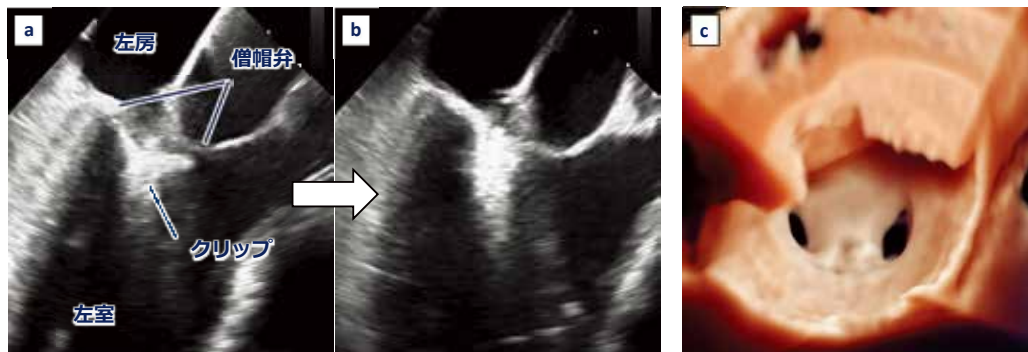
実際のMitraClip手技中の経食道心エコー図画像。
